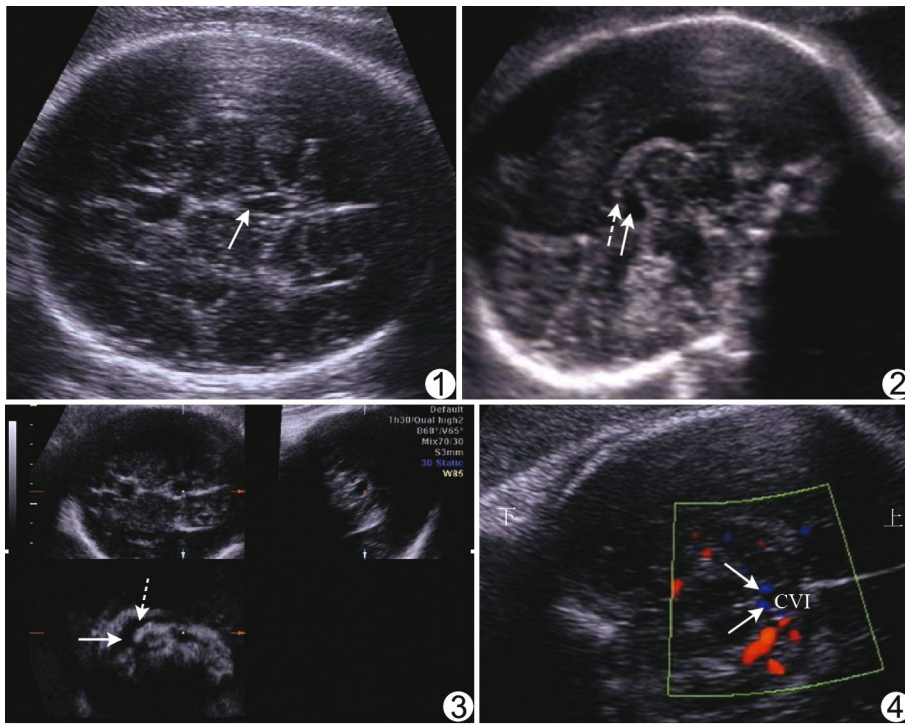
胎儿 CVI 增大超声图 横切面显示 CVI 囊性结构呈尖向前的三角形无回声区(箭),位于丘脑后方脑中中线上 图 2 胎儿 CVI 增大声像图 矢状面显示 CVI 囊性结构(实箭)位于穹隆(虚箭)及透明隔腔下方、丘脑后上方,不与透明隔腔相通 图 3 三维超声显示胎儿 CVI 囊性结构(三维定点)的毗邻结构易获得二维超声较难获取的矢状面,可见位于 CVI 囊性结构(三维定点)上方的透明隔腔(实箭)及 Verga 腔(虚箭),透明隔腔与 Verga 腔相通,而 CVI 囊性结构与透明隔腔及 Verga 腔均不相通 图 4 胎儿 CVI 增大声像图 冠状面超声显示位于 CVI 无回声区外下缘的两条大脑内静脉(箭)
